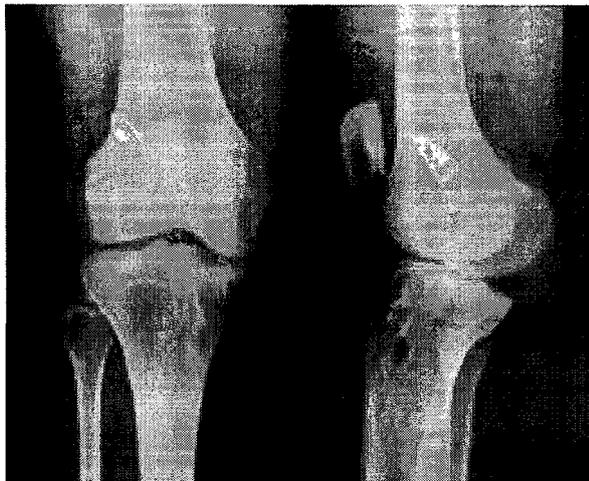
Anteroposterior and lateral radiographs of the right knee showed proper placement of the graft and LA screw.
